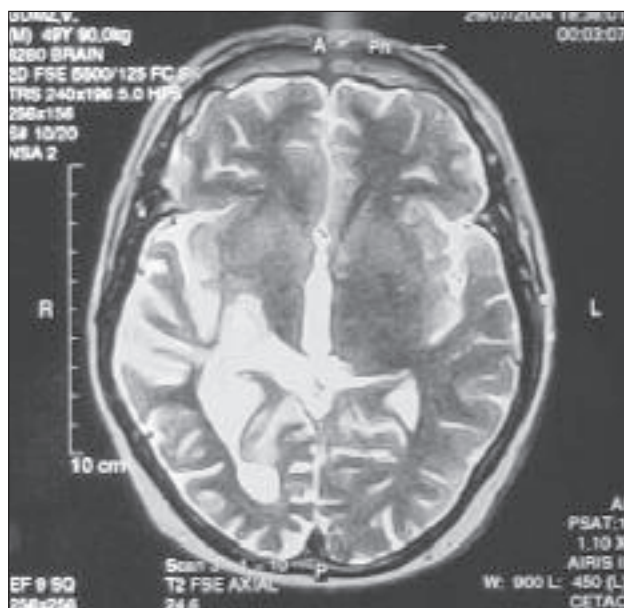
Ressonância magnética axial de crânio, evidenciando edema cerebral nas áreas adjacentes ao tratamento radioterápico da MAV à direita
